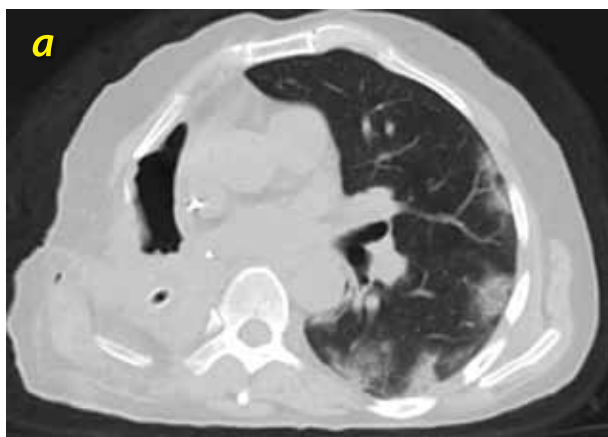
Пациентка А., КТ от 13.04.2020 г. в аксиальной проекции; в единственном левом легком, полисегментарно, преимущественно в субплевральных и дорзальных отделах, определяются участки уплотнения по типу «матового стекла» и зоны консолидации легочной ткани на фоне линейно-ретикулярных изменений
